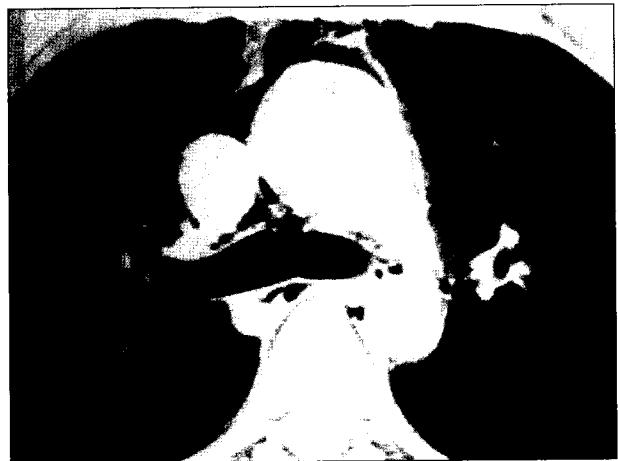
Chest CT scan reveals interstitial free air collection along subsegmental segmental arteries and veins of right middle lobe (arrows).
